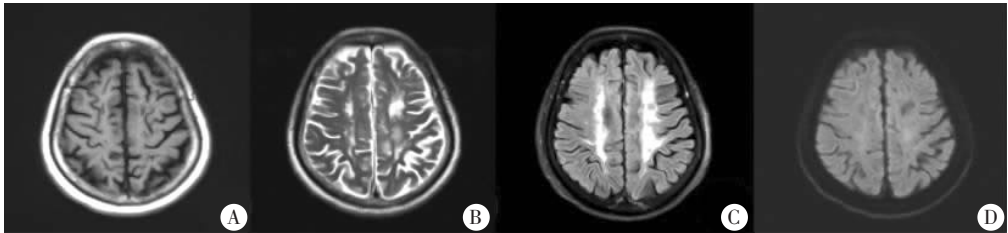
患者发病后头颅 MRI 平扫(双侧半卵圆中心)
